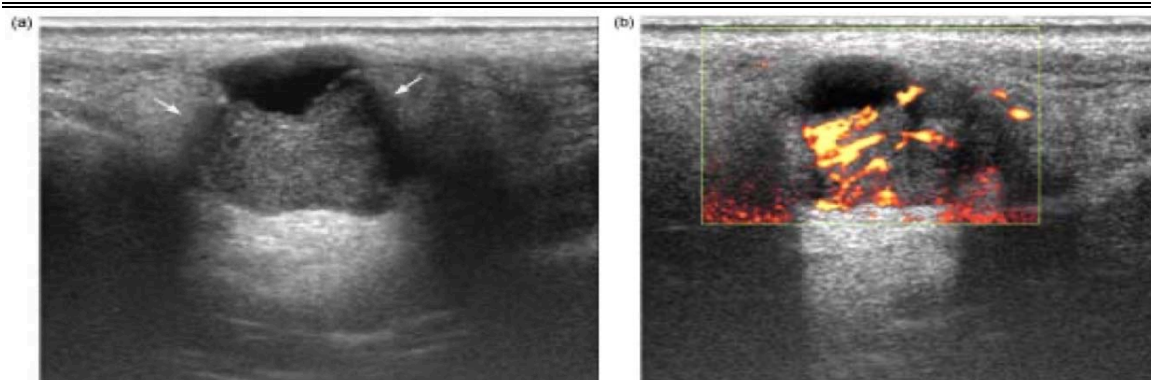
Échographie de la glande parotide montrant une masse mal limitée, hypoéchogène hétérogène au niveau du lobe superficiel avec des zones de nécrose et une vascularisation diffuse intra-tumorale au doppler. [121]
